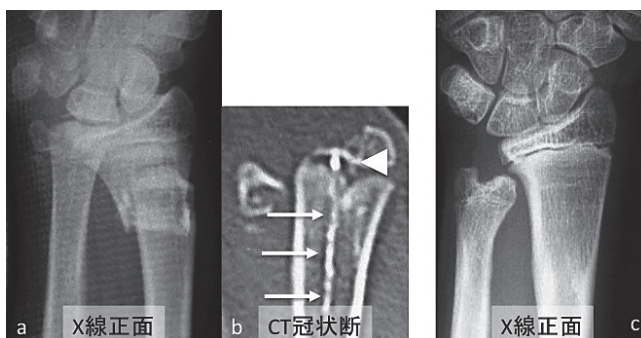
症例1: 13歳, 男児. 橈尺骨遠位部骨折, 尺骨遠位端成長軟骨板損傷 Peterson 分類 IV 型. a: 受傷時単純 X 線正面像. b: 受傷時 CT 冠状断, 白三角: spot 状高輝度陰影, 矢印: 線状高輝度陰影. c: 受傷後 1 年半単純 X 線正面像.
